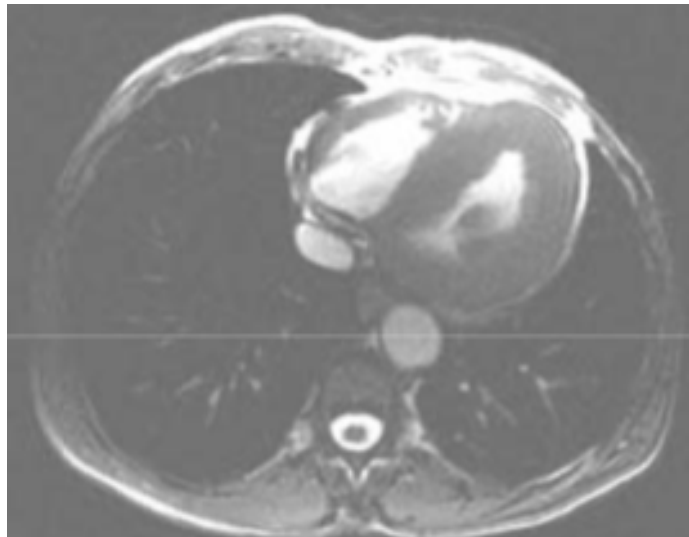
Cardiomyopathie hypertrophique chez un homme de 56 ans porteur de la maladie de Fabry en IRM cardiaque.
